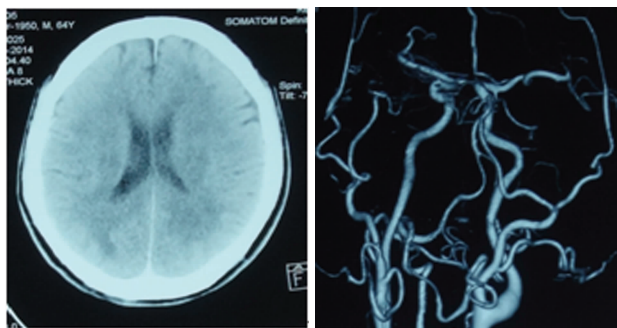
病例 1 脑 CT 图像 图 2 病例 1 脑 CTA 图像
